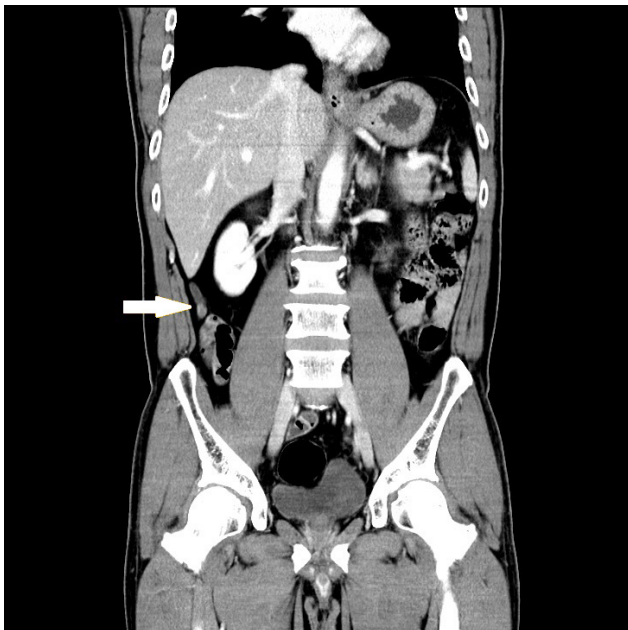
Abdominal computed tomography scan finding. The appendix tip portion was measured as 7.3 cm and was accompanied by mild infiltration and contrast enhancement (arrow).
